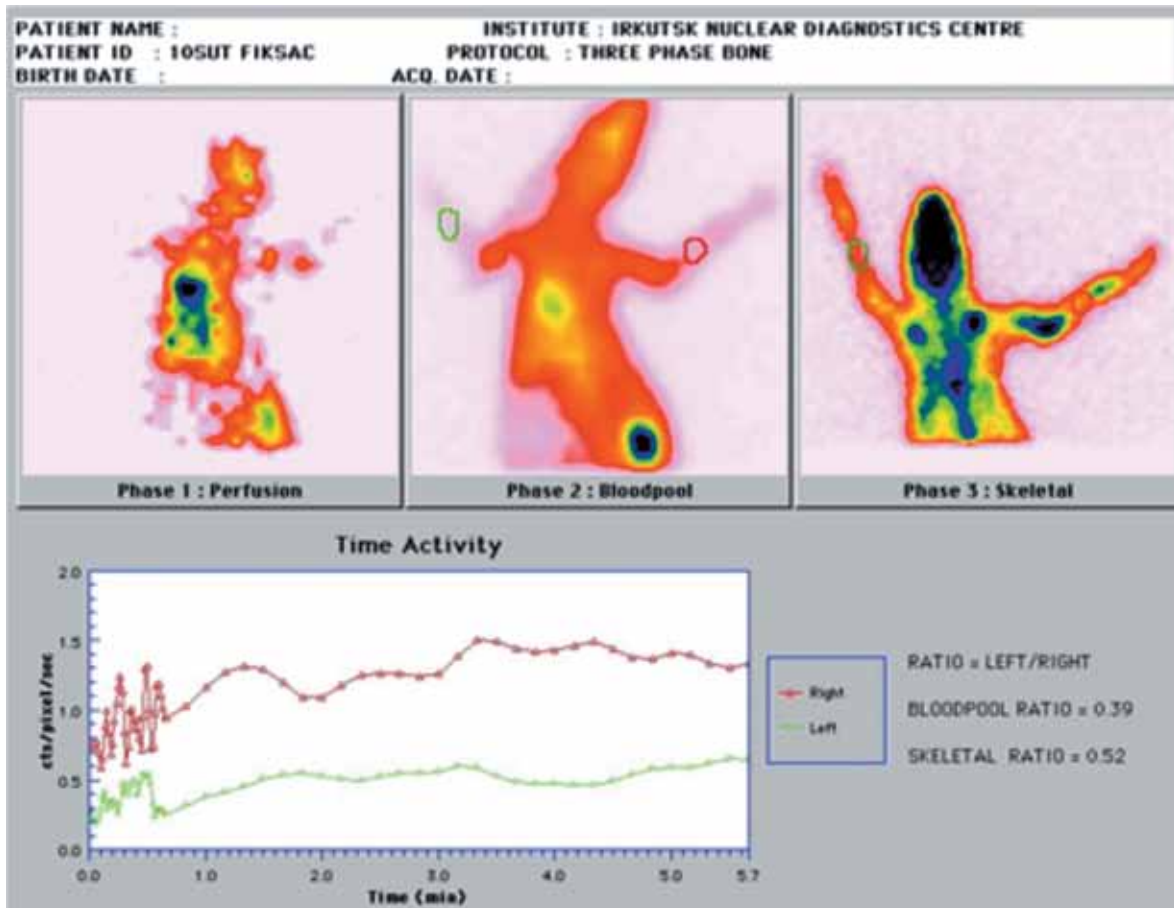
Остеосцинтиграмма. Кролик № 8 (группа 1, 10 суток фиксации)
